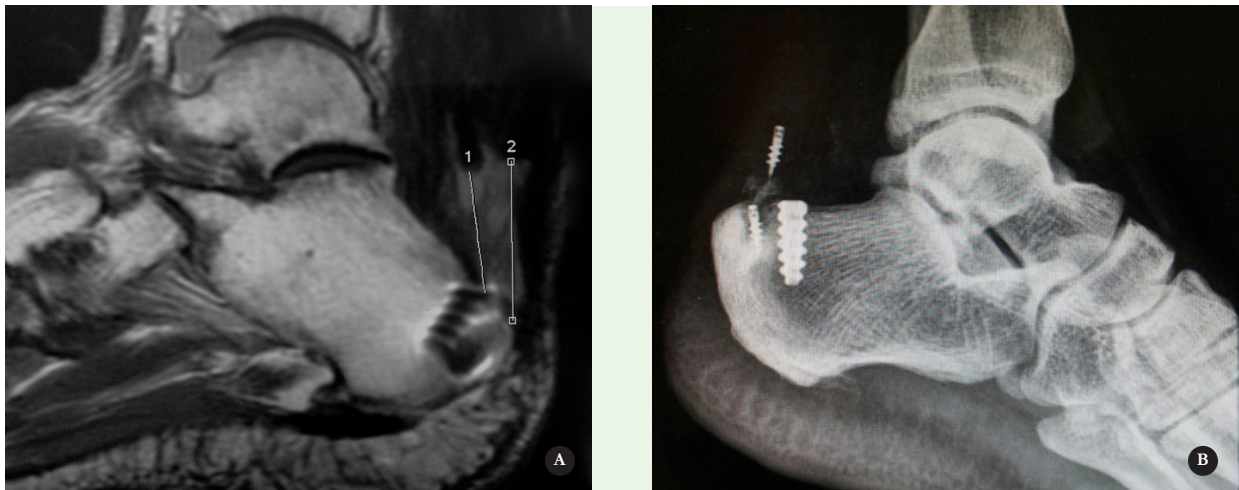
A. Imagem de ressonância de uma complicação cirúrgica, na qual a paciente apoiou deliberadamente o membro no pós-operatório imediato. O número 1 mostra o coto do tendão flexor longo do bálux; desinserido do calcâneo, e o número 2 mostra o tendão calcâneo também desinserido e retraído proximalmente.
